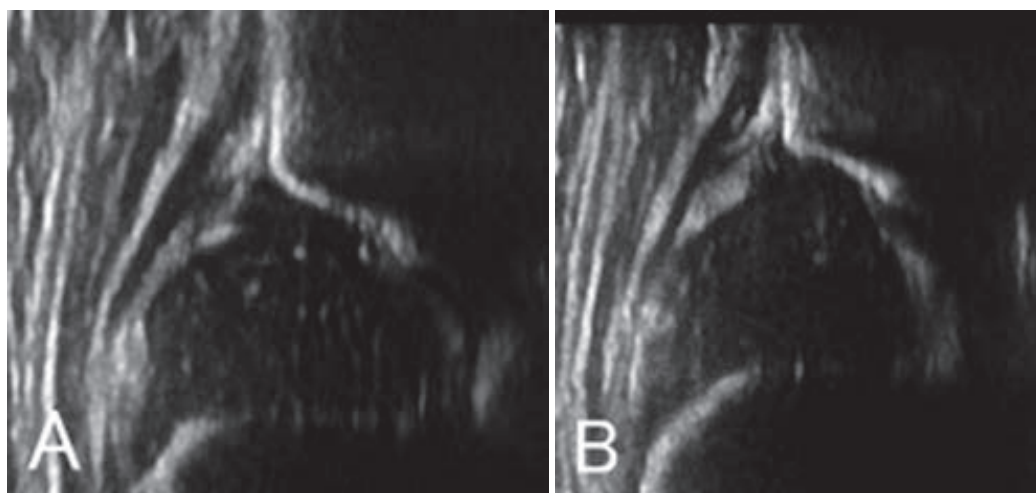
症例 2 超音波画像(生後 3 か月) A : 右側 B : 左側 α 角 : 右 63° 左 65°
